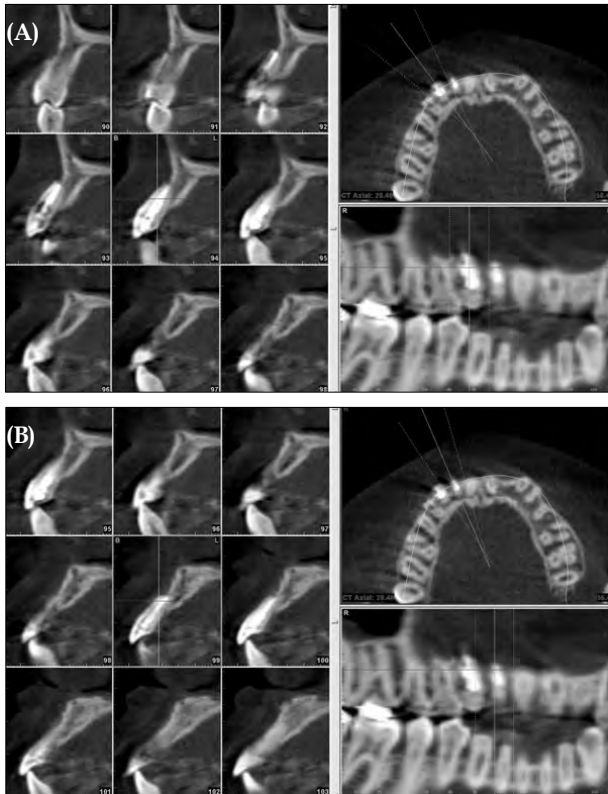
Preoperative computed tomographic image showed resorption of buccal plate alveolar bone. (A) #12. (B) #13.
